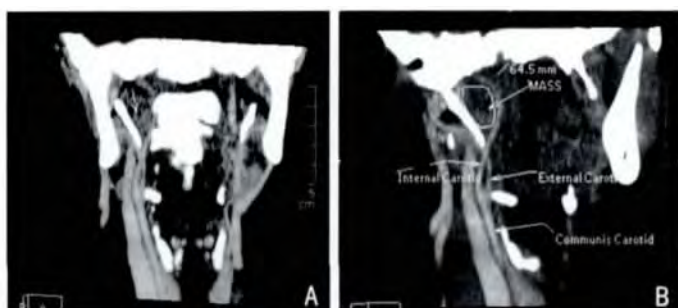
鼻咽部 CT 示右侧咽旁间隙内可见稍长 T1 长 T2 肿物,增强扫描呈不均匀强化,可见片状囊变,如图中箭头所示。
